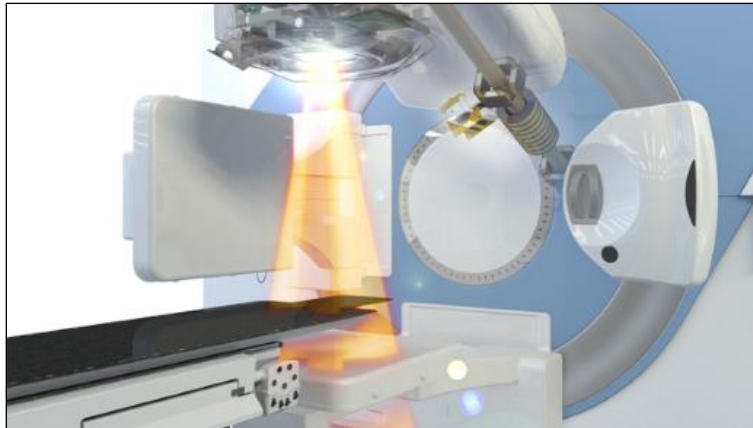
Γραμμικός επιταχυντής Versa HD (Elekta), με ρομποτική τράπεζα, και κατάλληλη διάταξη για κωνική ογκομετρική απεικόνιση (CBCT) για IGRT. Πρόσβαση εικόνας από: <https://www.elekta.com/radiosurgery/>
